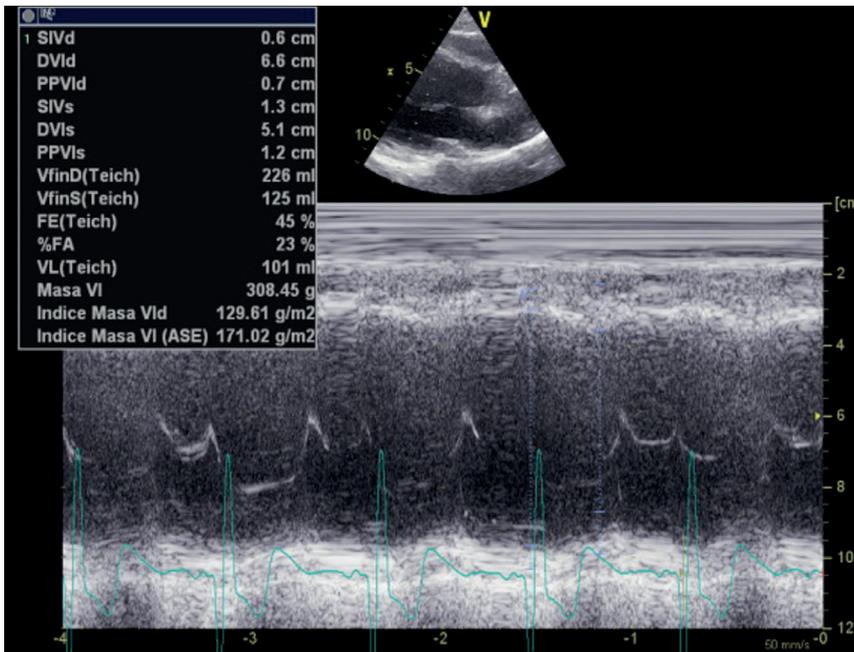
Ecocardiografía transtorácica Modo M con dilatación de ventrículo izquierdo severa
